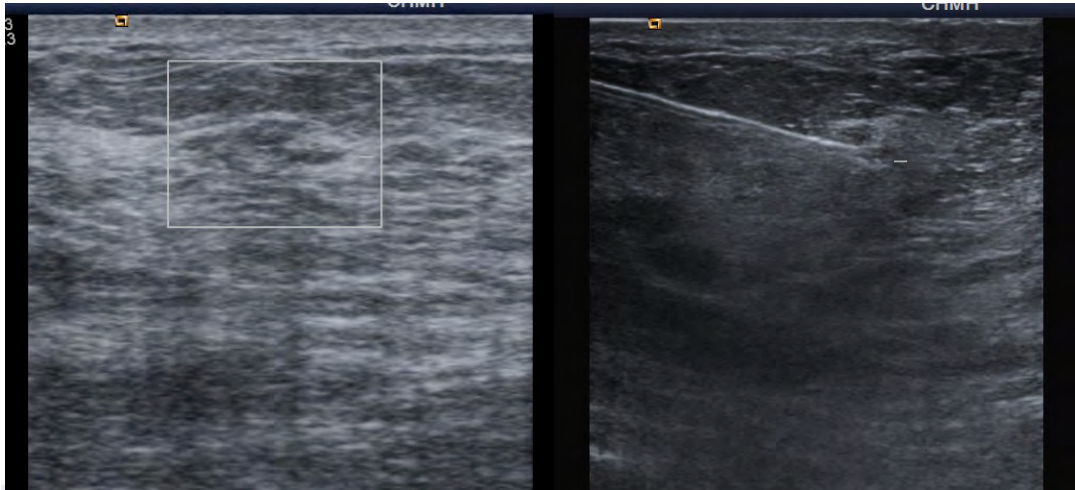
zona sospechosa con aplicación de doppler color es avascular y colocación del arpón guiado por ultrasonido.
